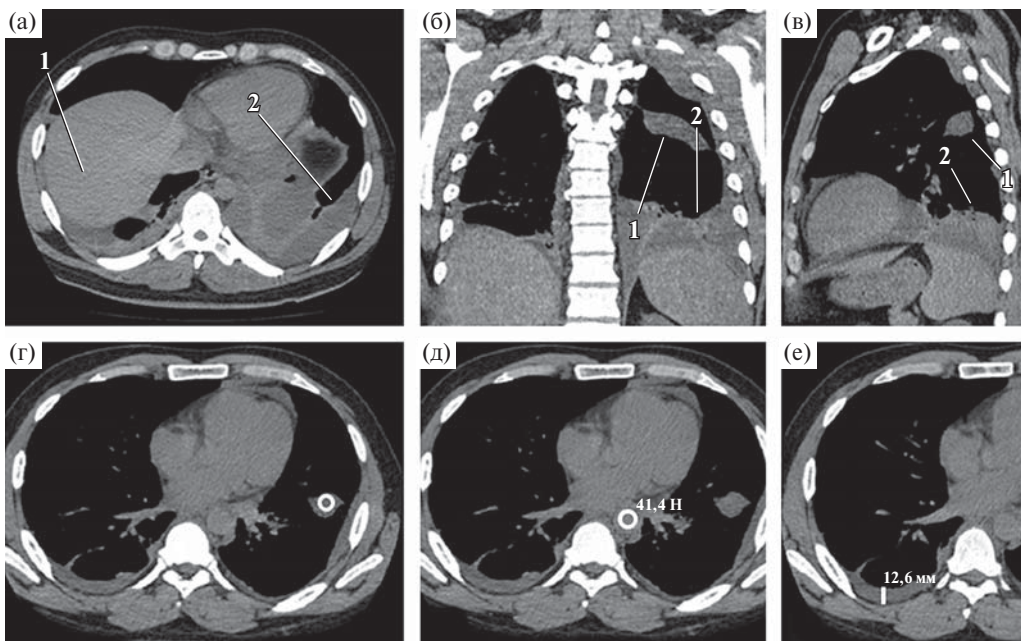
Больной 31 года. а–в – объемное образование овоидной формы (1), выпот (2); г – плотность объемного образования; д – плотность крови в аорте; е – переднезадний размер выпота. а–в – трансверсальный срез (а) и мультипланарные реконструкции КТ в прямой (б) и левой боковой (в) проекциях органов грудной клетки. Средостенное электронное окно. г–е – трансверсальные срезы.
